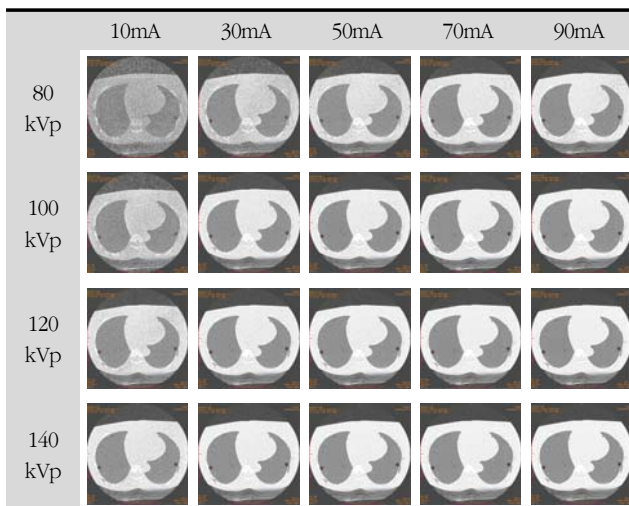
Phantom CT images evaluated in this study
